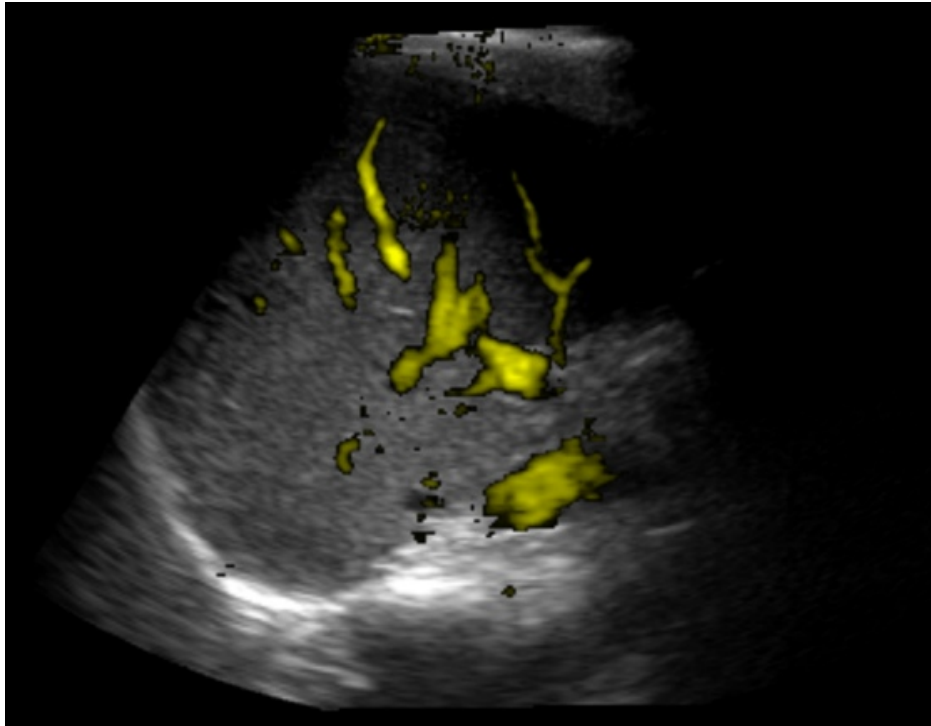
Gemeinsame Darstellung von B-Mode-Bilddaten (grau im Hintergrund) und Power-Doppler-Information (gelb) der Leber. Quelle: [KLDW12]
